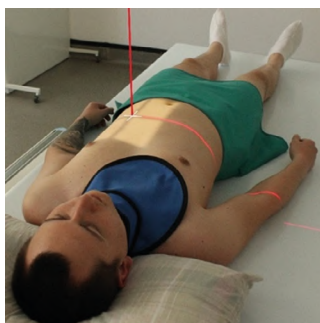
Рентгенография желудка. Задняя прямая проекция
